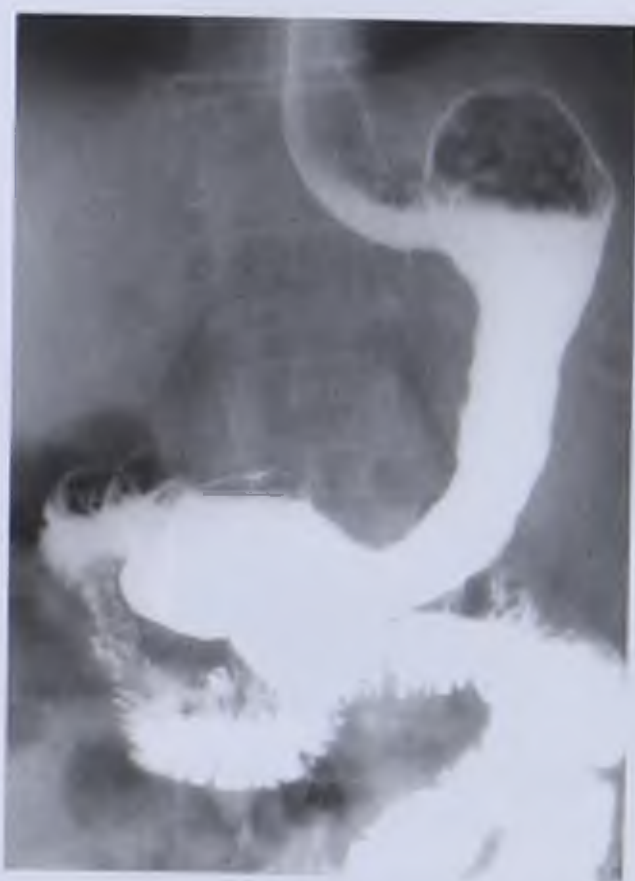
Рентгенограмма желудка. Эндофитный рак тела желудка
